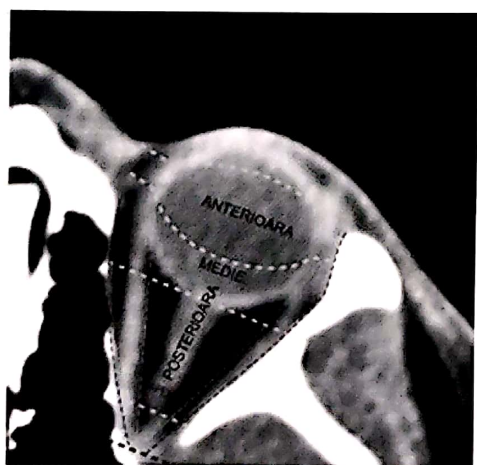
Regiuni topografice ale orbitei, marcate pe CT-scan axial normal.
